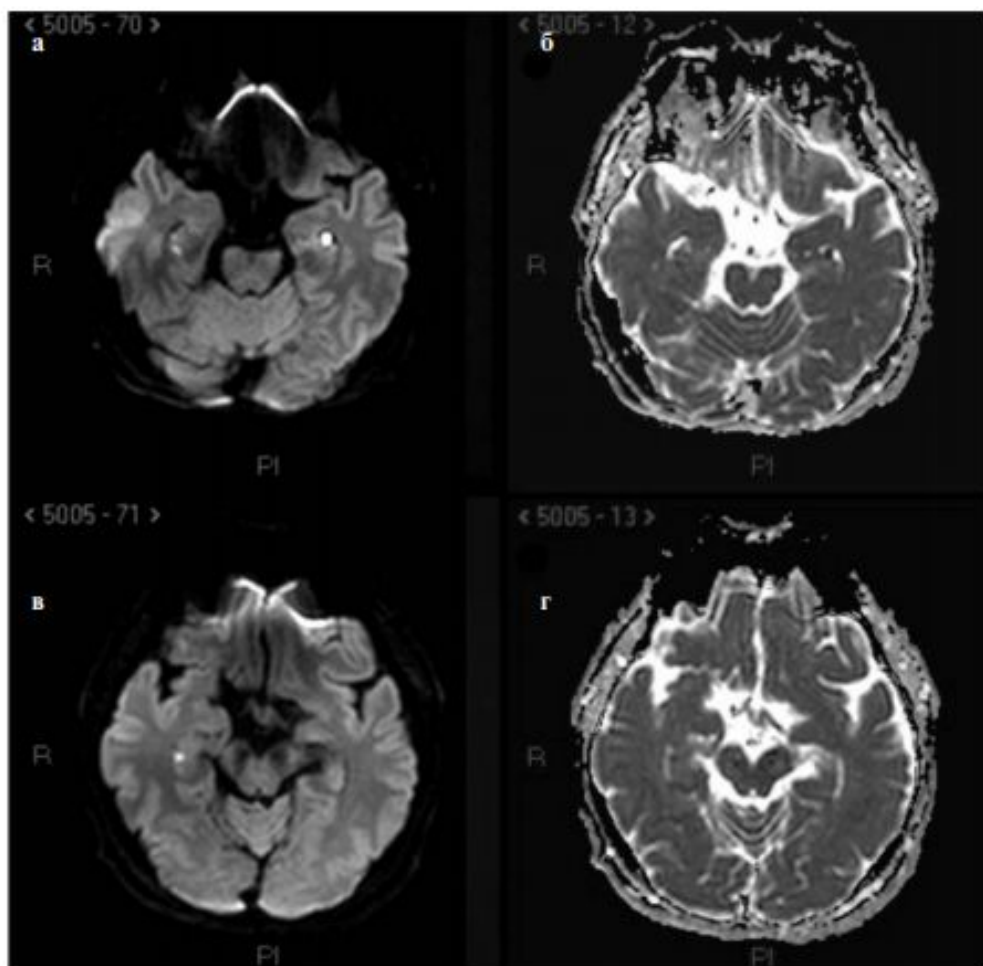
МРТ-DWI (а, в) и ADC (б, г). Билатеральная ограниченная диффузия в гиппокампе
